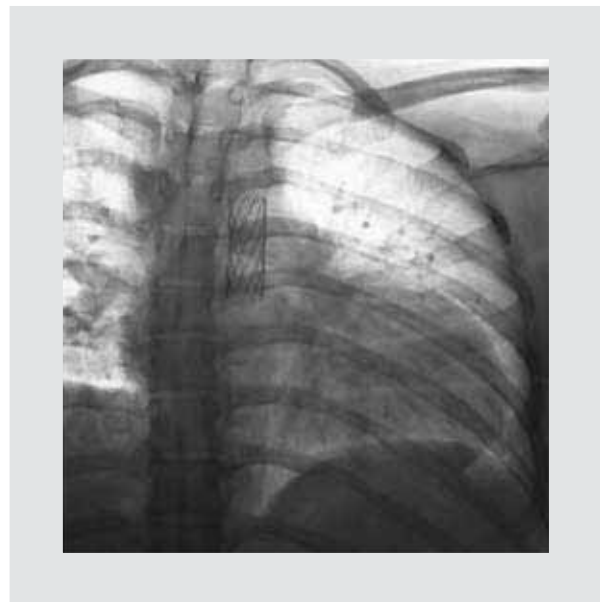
Acercamiento de la radiografía en negativo hacia la zona aórtica de la colocación del Stent.
